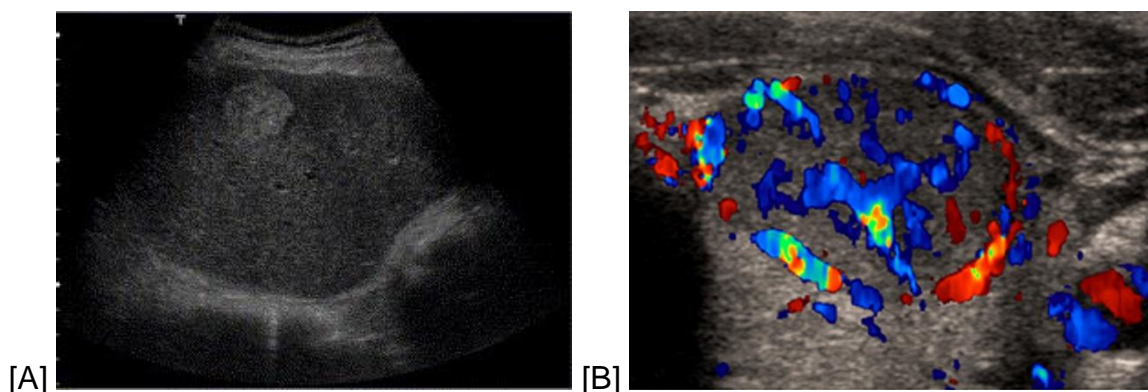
Exemples d'utilisation des ultrasons en clinique.
